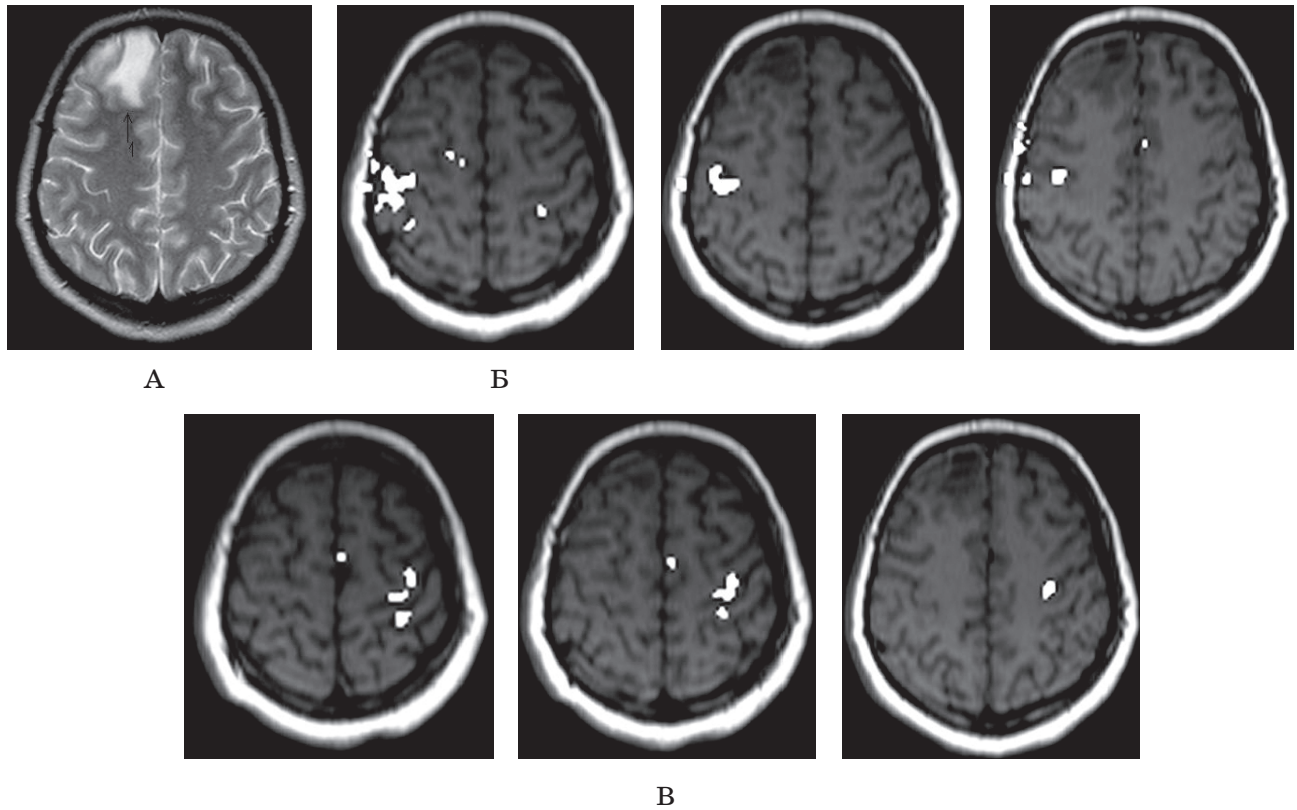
Хвора Л. А – МРТ астроцитомі I–II ст. зл. передньо-лобової ділянки (1) у T_2 ЗЗ аксіальній площині. фМРТ – симетричне розташування зон активації в ураженій (Б–2 зрізів) і контралатеральній (Б–3 зрізів) півкулях у ділянках центральних звивин головного мозку
